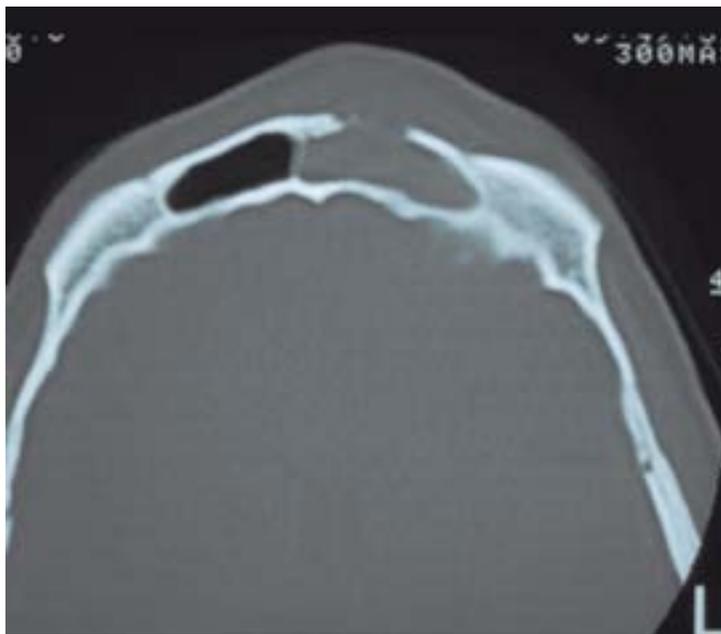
D: osteomielite del seno frontale con esteriorizzazione – TC assiale
